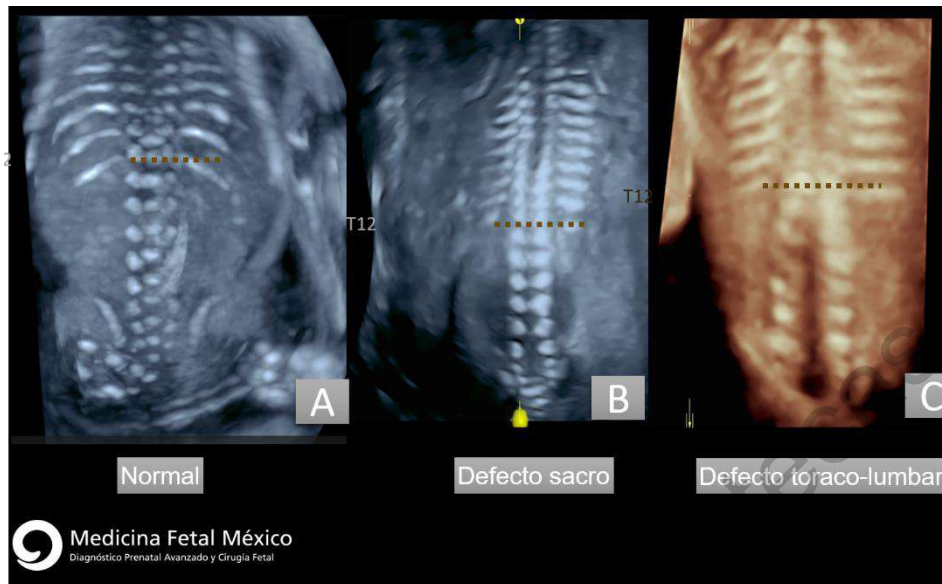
9 Evaluación del nivel de la lesión por ecografía
